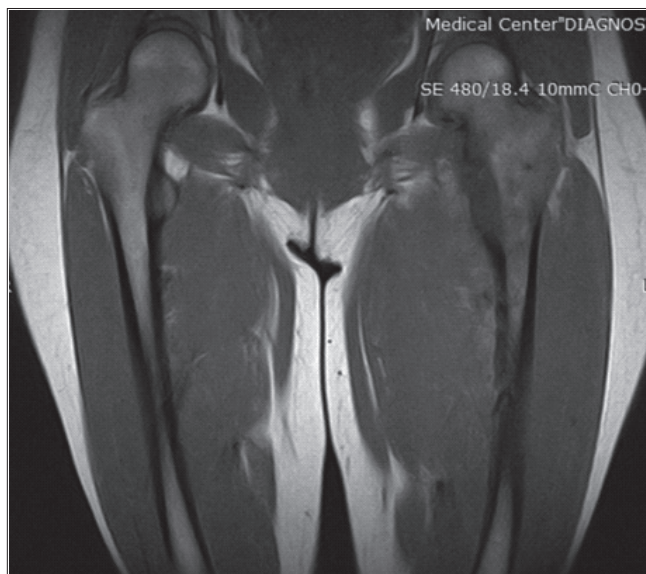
МРТ перед операцией 06.09.2000 г. (прямая проекция)
